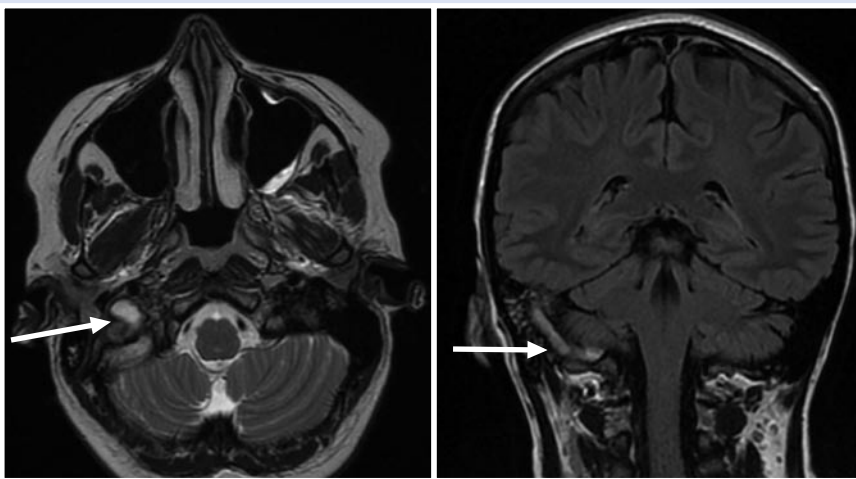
Аксиальная и коронарная проекции МРТ головного мозга больной М. МР-признаки тромбоза яремной вены, сигмовидного справа (указаны стрелкой).
